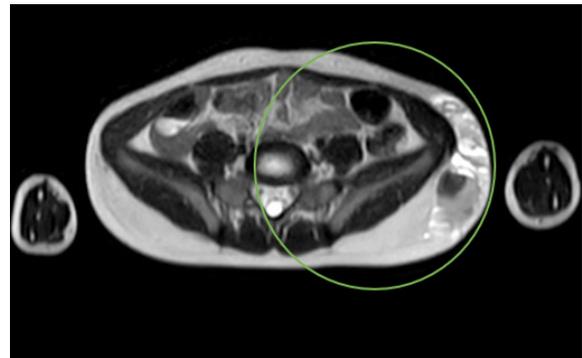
En la resonancia nuclear magnética se observa una masa que deforma la pared lateral del flanco y el lado izquierdo de la pelvis, de 4 x 9 x 2,8 cm, con niveles líquido-líquido (por sangrado) y septos internos demostrando hematoma en diferentes fases.
